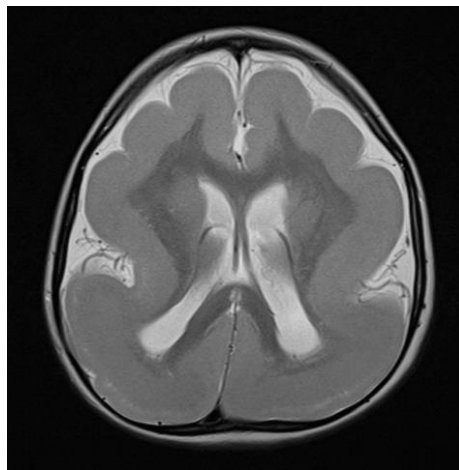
Пациент Л., 3 года 4 месяцев (ИБ №468 2014 г.). Клинический диагноз: Синдром Леннокса-Гасто. МРТ демонстрирует аномалию развития коры головного мозга – лиссэнцефалия. T2-ВИ в аксиальной плоскости
